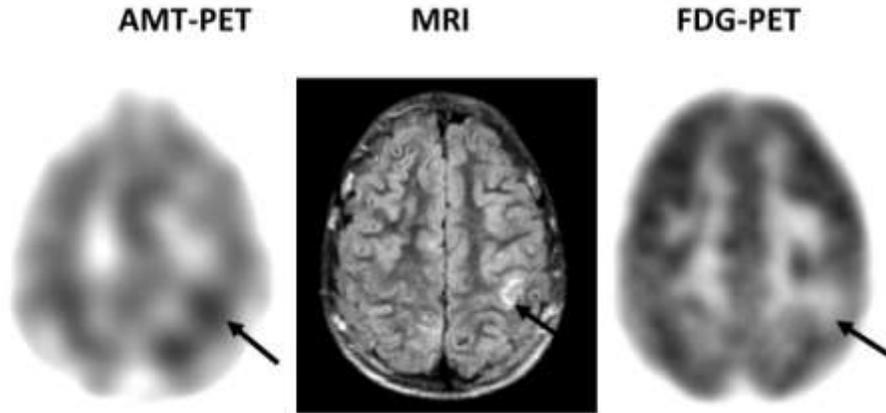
Esclerosis tuberosa. Imágenes axial FDG y AMT-PET en un paciente con esclerosis tuberosa que está siendo evaluado para cirugía de epilepsia. El hamartoma epileptogénico en la imagen de RM en T2-ponderado se asocia a incremento en la captura del radiotracero AMT-PET reflejando incremento de la actividad serotoninérgica, mientras la disminución de la señal en FDG-PET indica disminución del metabolismo en la misma región (todos señalados con flechas negras) – Figura proporcionada generosamente por Ajay Kumar MD, PhD.
